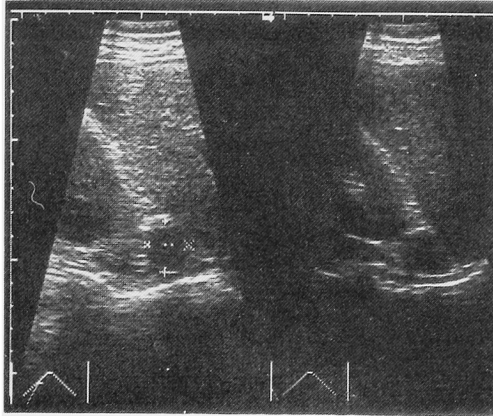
Ultrasonography of case 2
